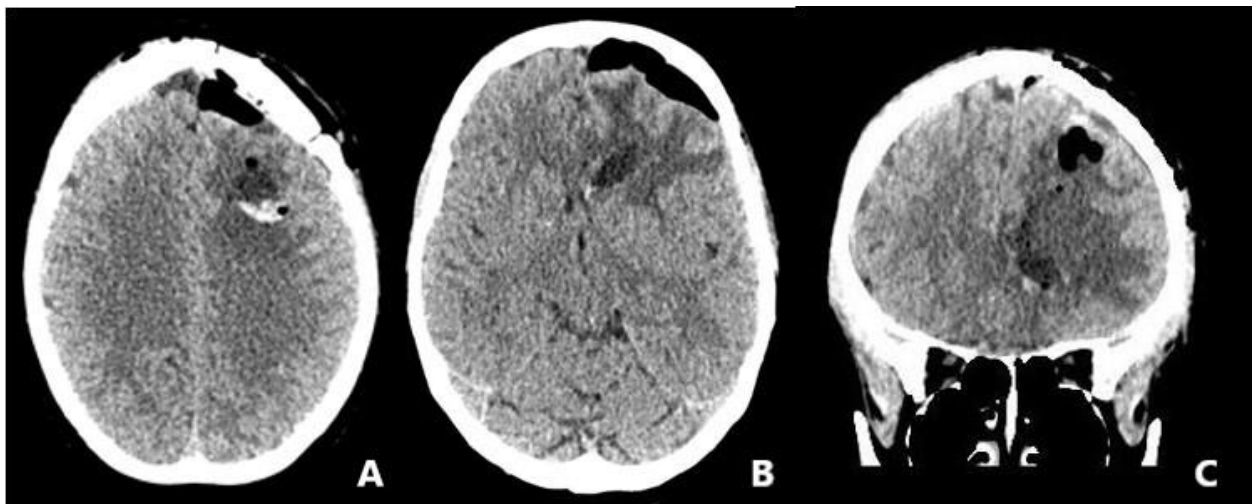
Послеоперационные компьютерные томограммы больной Н. в аксиальной (А, В) и коронарной (С) проекциях (И/б 21250/С2020)
